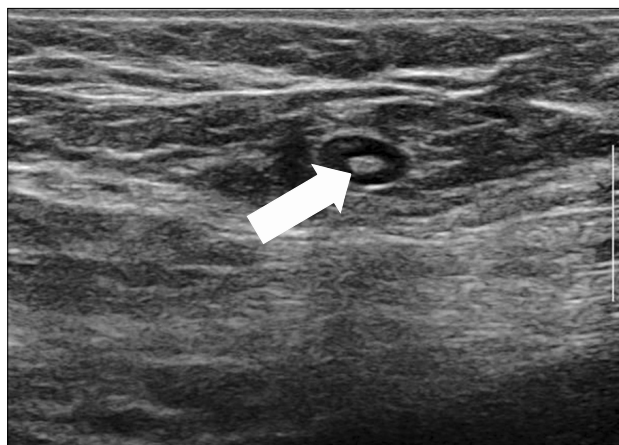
Sonographically normal axillary lymph node image in a 75-year-old woman with breast cancer. Gray scale ultrasonography shows a typical normal-appearing node with a uniformly thin hypoechoic cortex and fatty hilum (white arrow). The hilum is usually isoechoic to the surrounding axillary fat.
